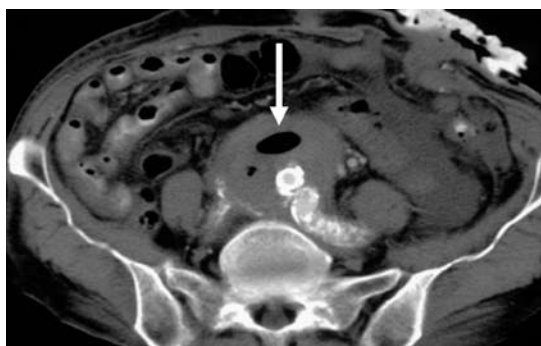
Contrast-enhanced computed tomogram after stent graft deployment. There is no endoleak, however, air exists in the pseudoaneurysm (arrow).
